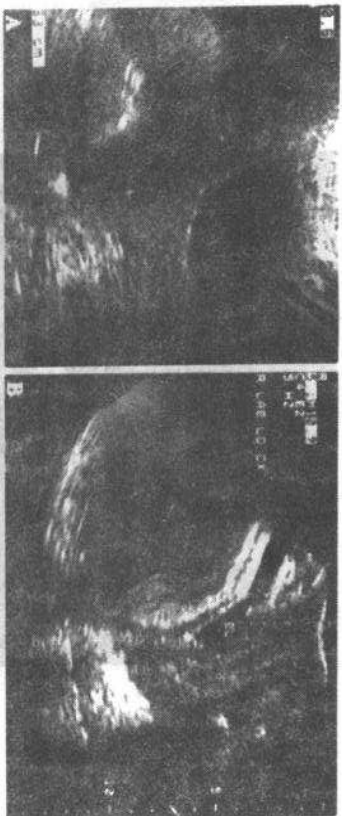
A 经腹超声显示正常宫颈。B 经阴道超声显示正常宫颈。未充盈的膀胱(BL)下方可见胎头紧靠宫颈内口
